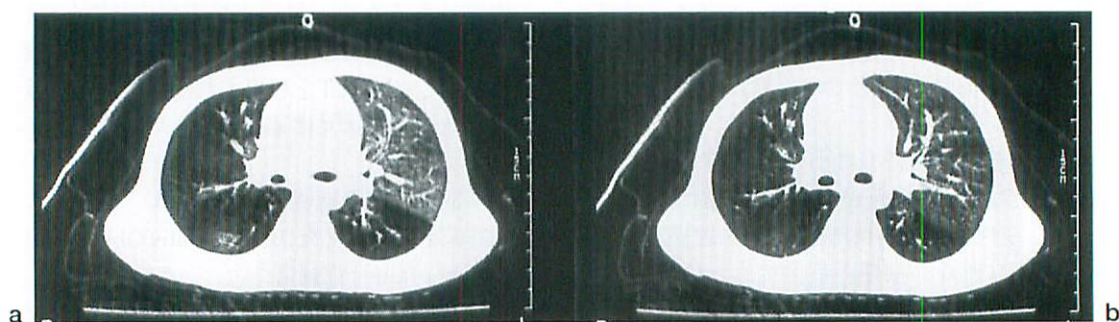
Air trapping in patient with Swyer-James syndrome (9-year-old boy) (ultra-fast CT)
